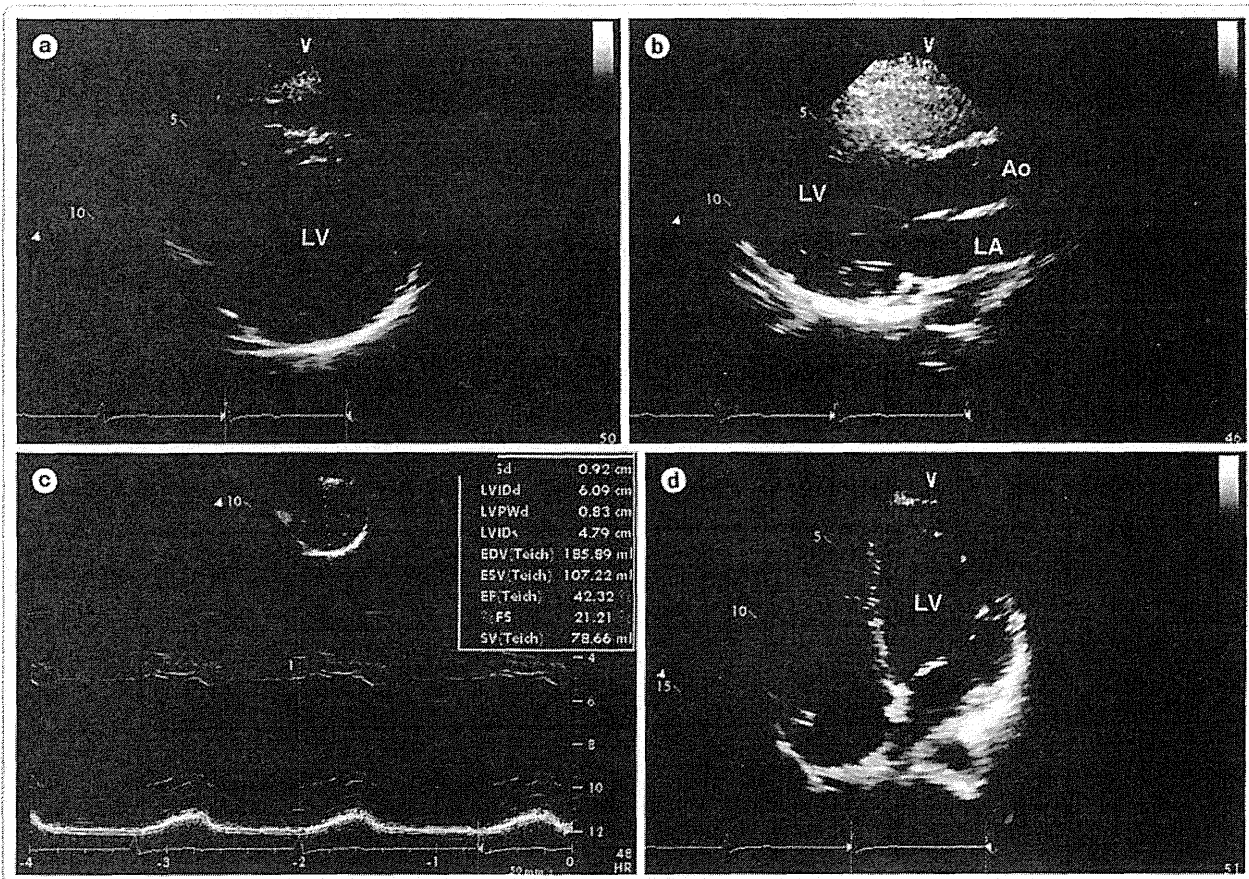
動画 図4の症例における3カ月後の心エコー図
